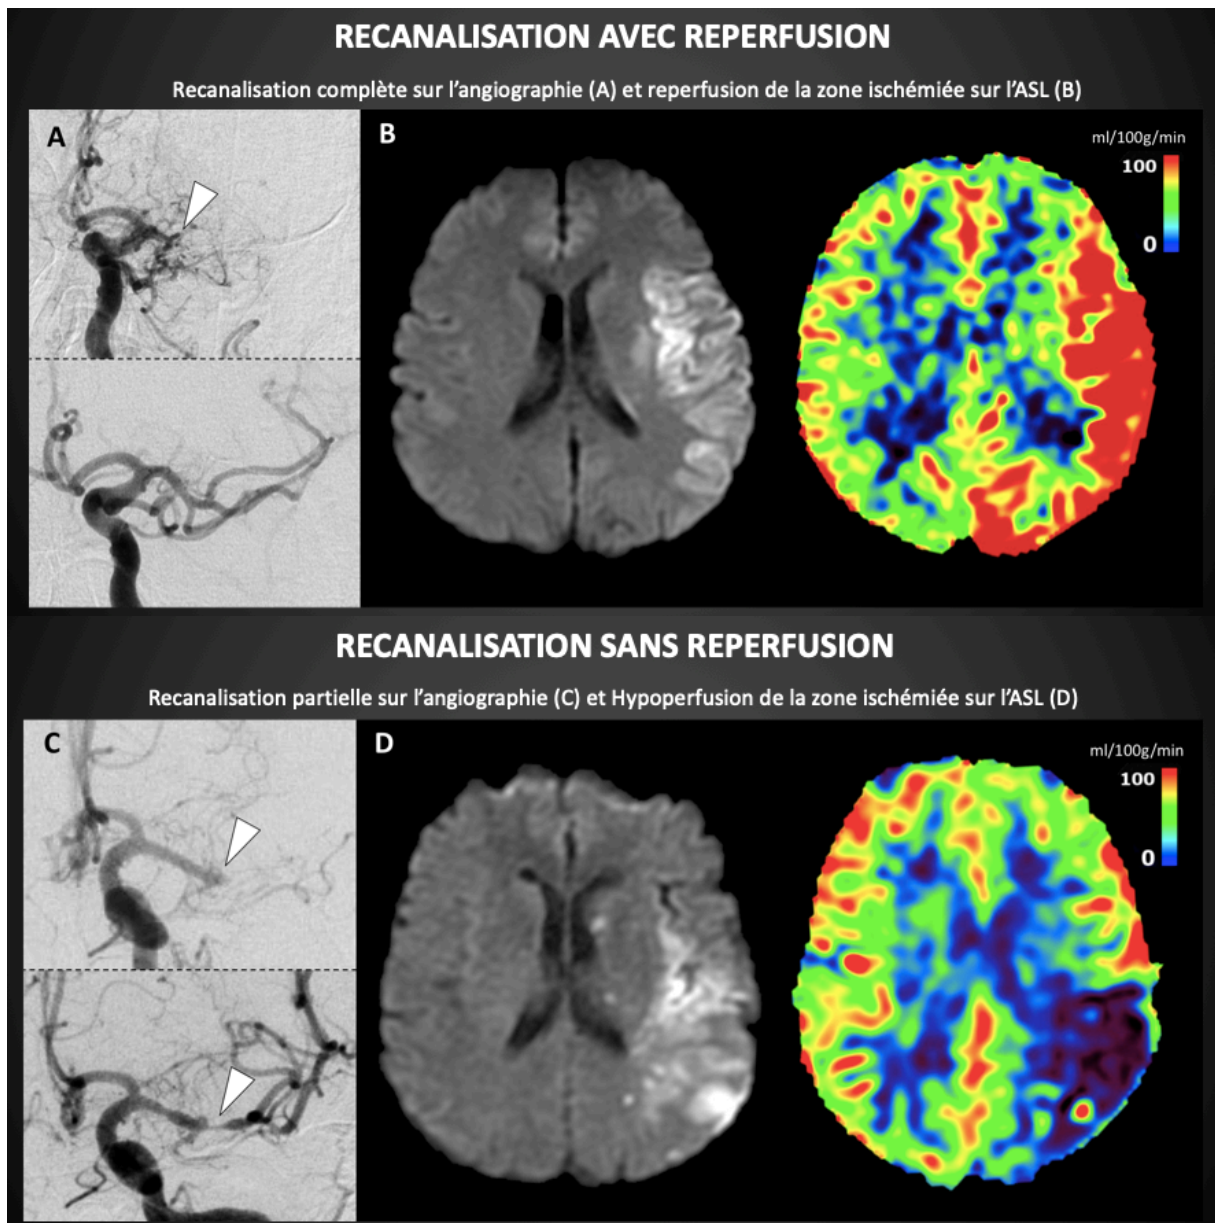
ASL : RECANALISATION AVEC REPERFUSION : A. Angiographie montrant une occlusion du segment M1 de l'artère sylvienne gauche (tête de flèche : image du haut) bien recanalisée après TM (image du bas), B. IRM de contrôle à 24h de la TM avec séquence de diffusion (image de gauche) montrant un infarctus sylvien superficiel gauche bien reperfusé sur la séquence ASL (image de droite); RECANALISATION SANS REPERFUSION, C. Angiographie montrant une occlusion du segment M1 de l'artère sylvienne gauche (tête de flèche : image du haut) recanalisée mais avec sténose résiduelle post TM (tête de flèche : image du bas), B. IRM de contrôle à 24h de la TM avec séquence de diffusion (image de gauche) montrant un infarctus sylvien superficiel et profond gauche non reperfusé sur la séquence ASL (image de droite).
